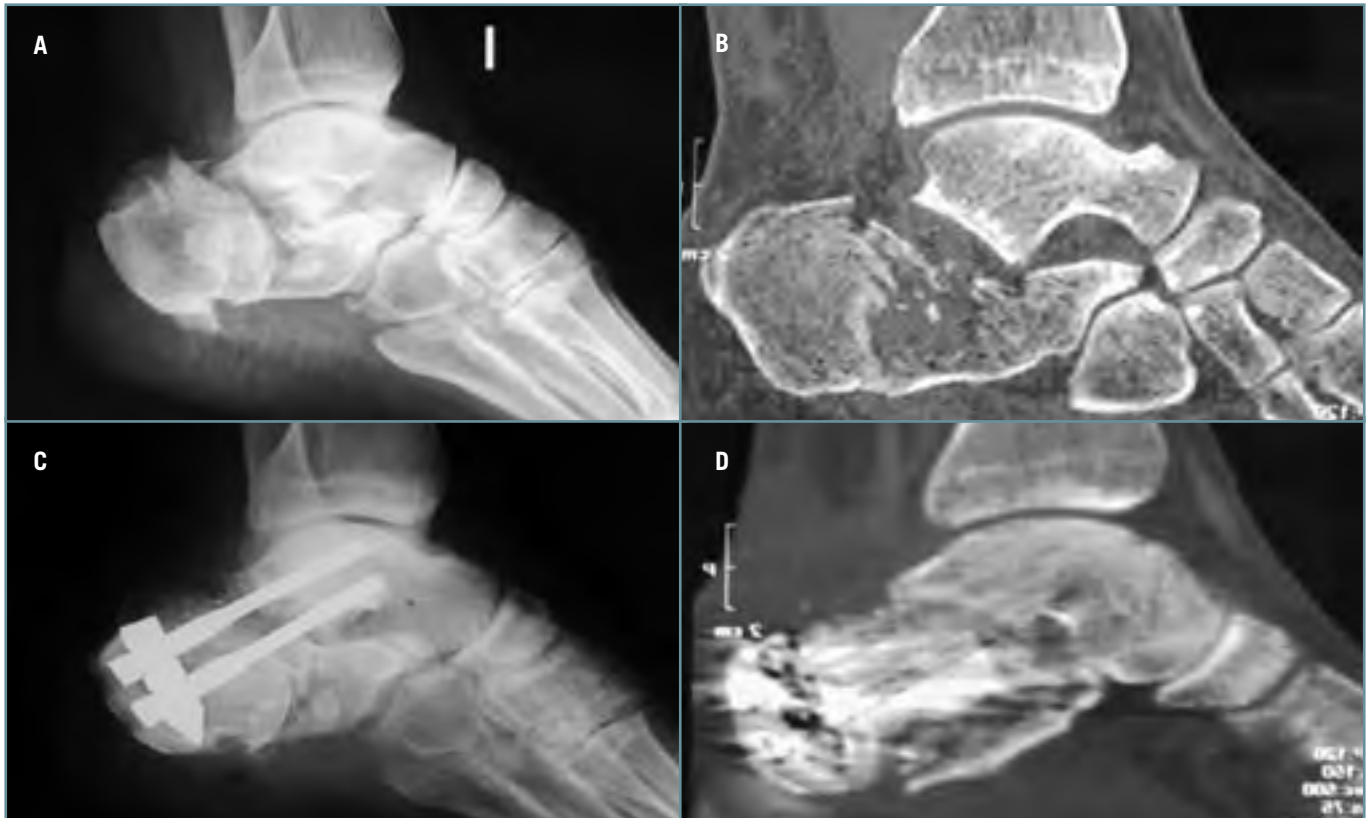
Fractura de calcáneo en grado IV de la clasificación de Sanders, abierta en grado II, tratada mediante sistema VIRAR[®]. A: radiografía lateral preoperatoria; B: TAC preoperatorio de reconstrucción sagital; C: radiografía postoperatoria; D: TAC a los 2 meses que muestra una buena reconstrucción y artrodesis subastragalina.
